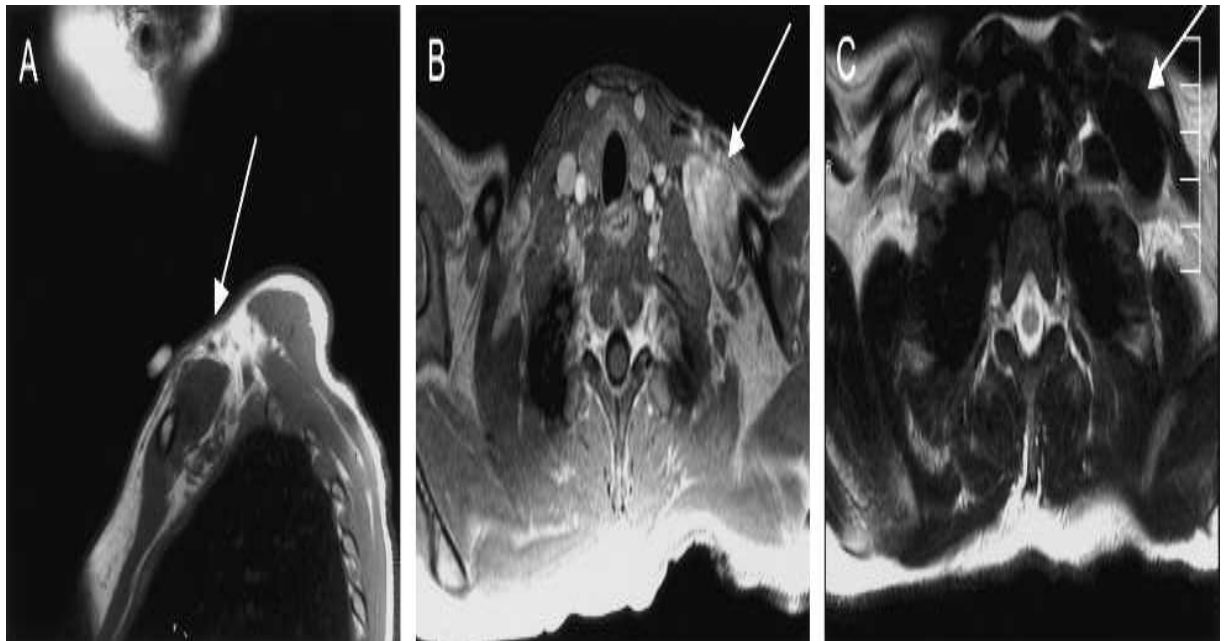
IRM du cou montrant une masse bien circonscrite :
